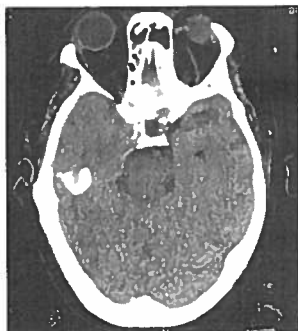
TAC cerebral – hiperdensidade temporo-ocipital esquerda inicialmente interpretado como lesão isquémica com transformação hemorrágica
